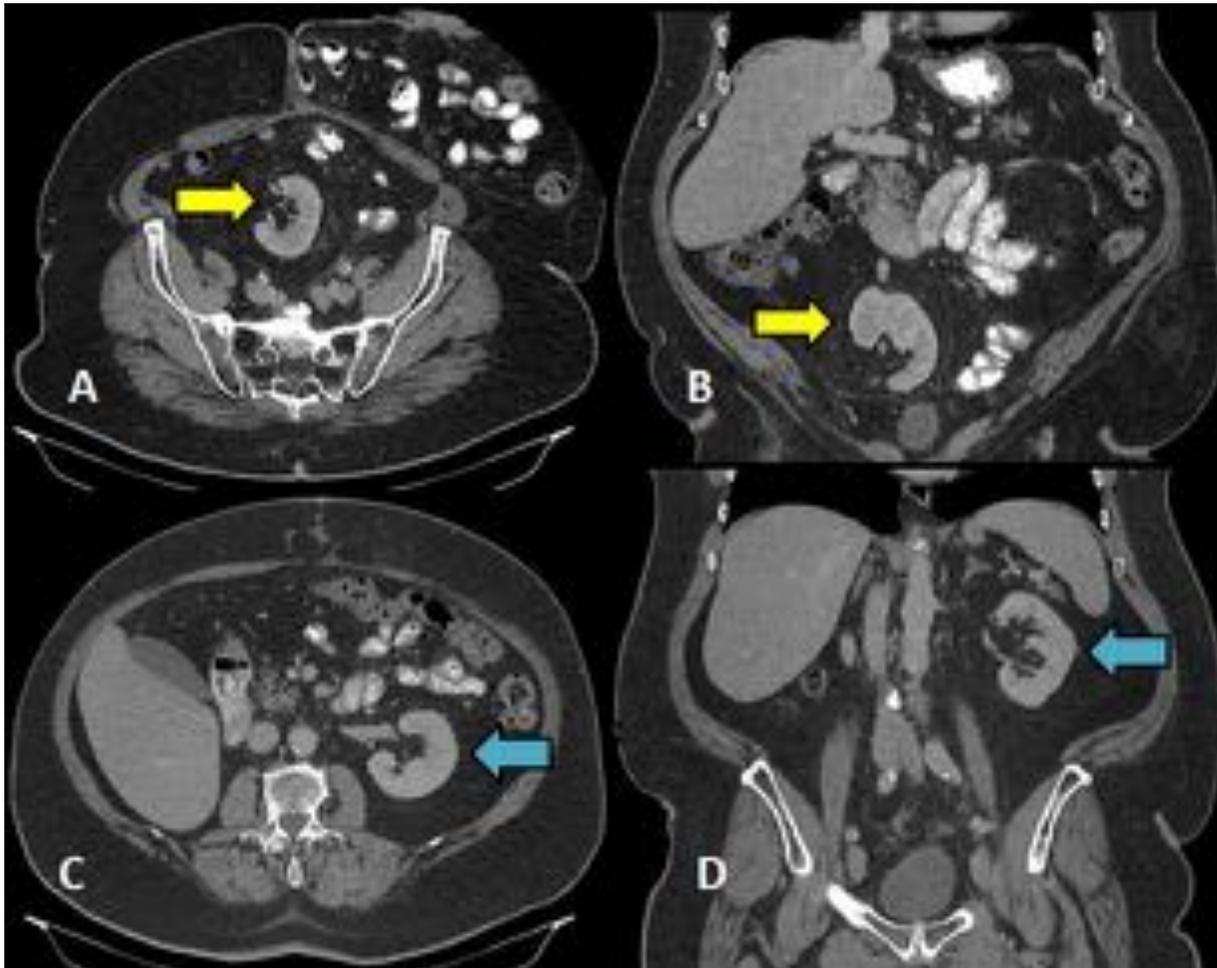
TC de abdomen con contraste oral e intravenoso. Ectopia renal simple: Riñón derecho localizado en pelvis y malrotado, mientras que el izquierdo tiene una posición normal. A-B) Cortes axial y coronal del riñón derecho pélvico. C-D) Cortes axial y coronal del riñón izquierdo.
